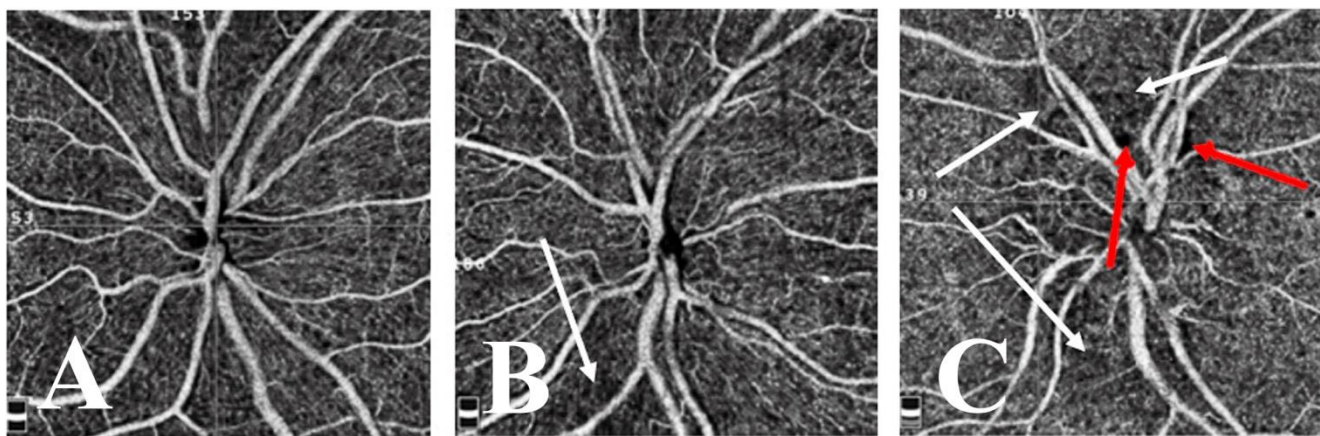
Изменение плотности радиальных перипапиллярных капилляров у пациентов А – группы контроля, В – с периферической и С – с центральной локализацией друз. Белыми стрелками указаны зоны сниженной перфузии, красными – зоны фокальной ишемии
